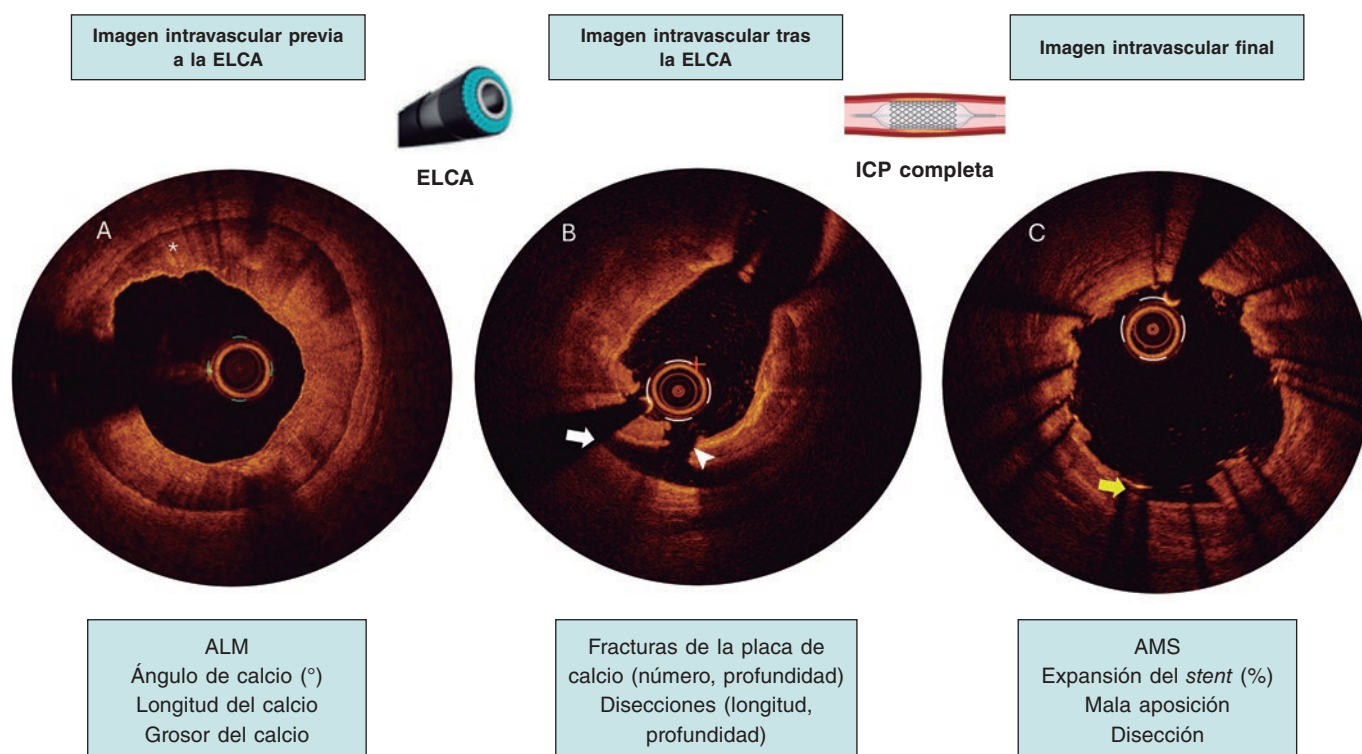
Ejemplo de la evaluación recomendada mediante imágenes intracoronarias en el estudio LUDICO. A: imagen basal de tomografía de coherencia óptica (OCT) de una lesión fuertemente calcificada. El asterisco señala un arco de calcio de 360° con un grosor máximo de 0,9 mm. B: imagen OCT tras la ELCA con medio de contraste. La flecha blanca señala una disección y la punta de flecha blanca una fractura profunda en la placa de calcio. C: resultado tras implante de *stent*. La flecha amarilla señala una pequeña zona de mala aposición. ALM: área luminal mínima; AMS: área mínima del *stent*; ELCA: angioplastia coronaria con láser de excimeros; ICP: intervención coronaria percutánea.
